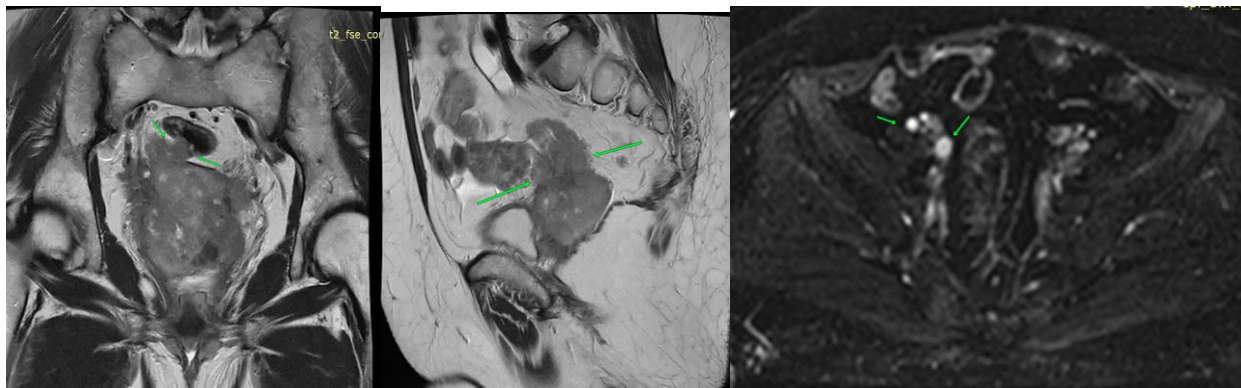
МРТ органов малого таза у больной с РШМ III ст. Cor T2, Sag T2 WI и Ax DWI, конгломерат увеличенных тазовых л/узлов.
